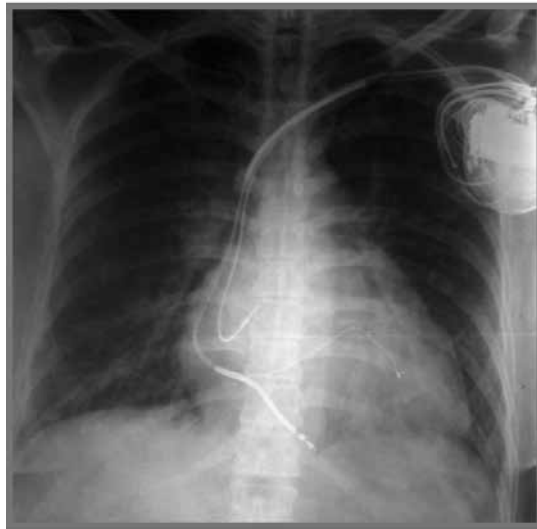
Radiografía de tórax con cardiomegalia e HVCP
